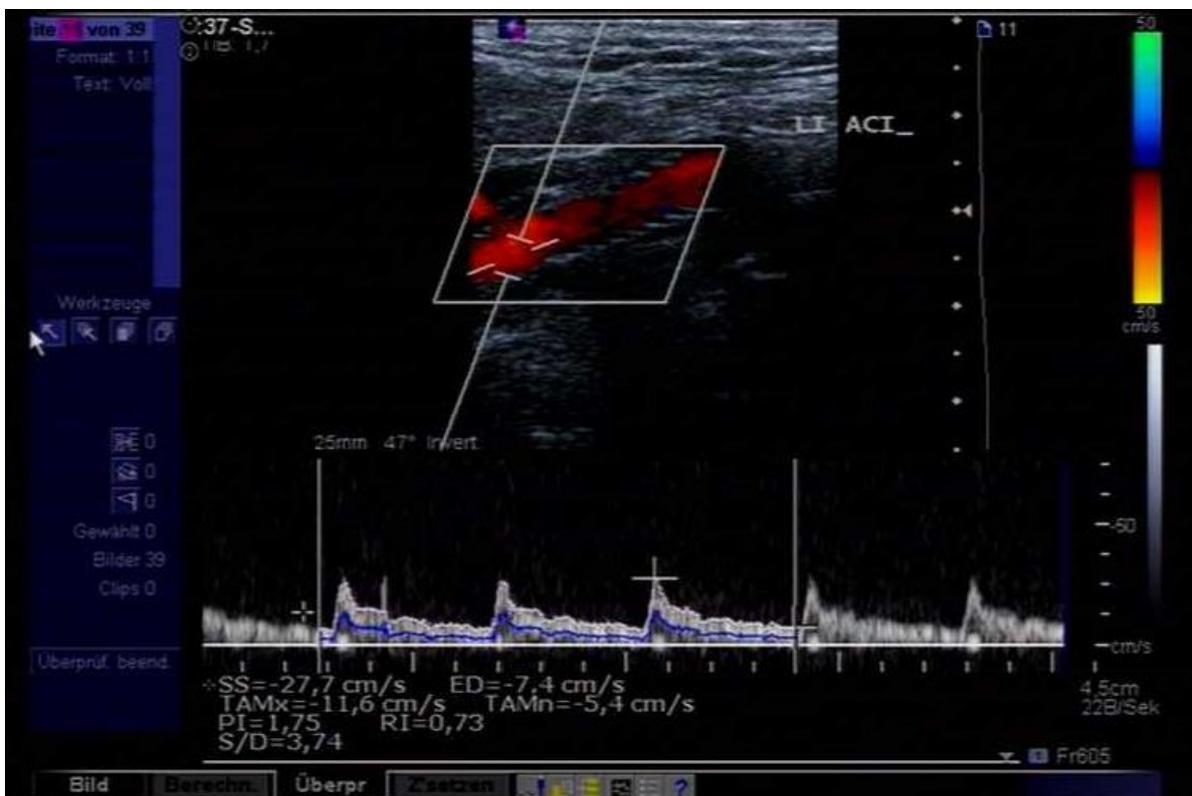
Sonographische Messung der systolischen Flussgeschwindigkeit nach Stenteinlage in die linke ACI
